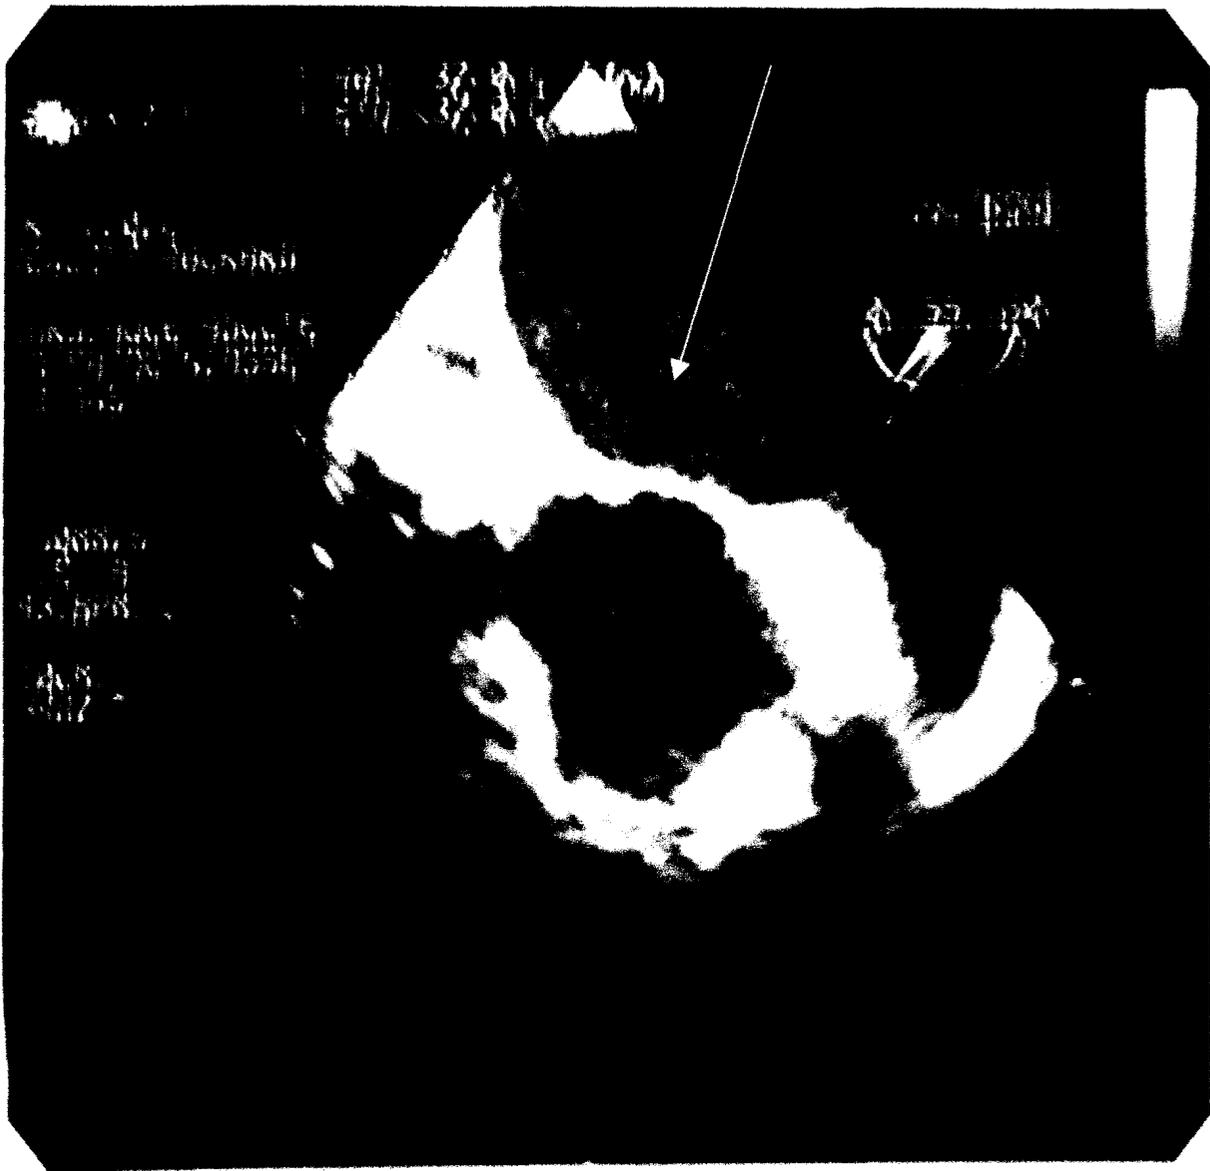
ECHOCARDIOGRAPHIE TRANSOESOPHAGIENNE
